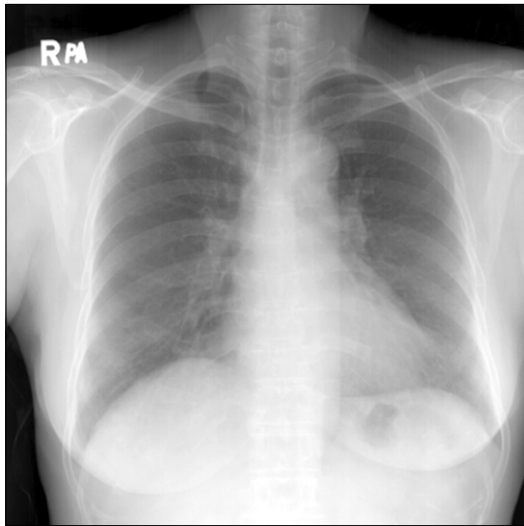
Chest X-ray on admission shows ground glass opacities in both lungs with decreased lung volume.
